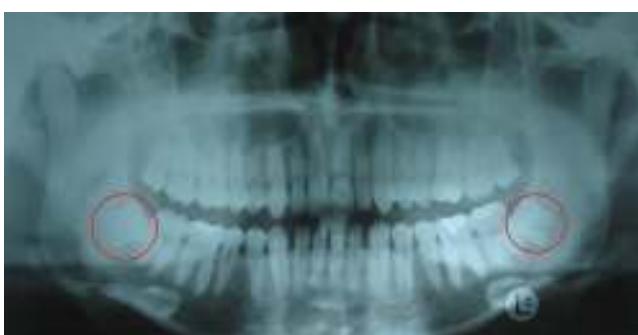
Ortopantomografía del paciente. Nótese la similitud en posición y forma de ambos terceros molares inferiores.
